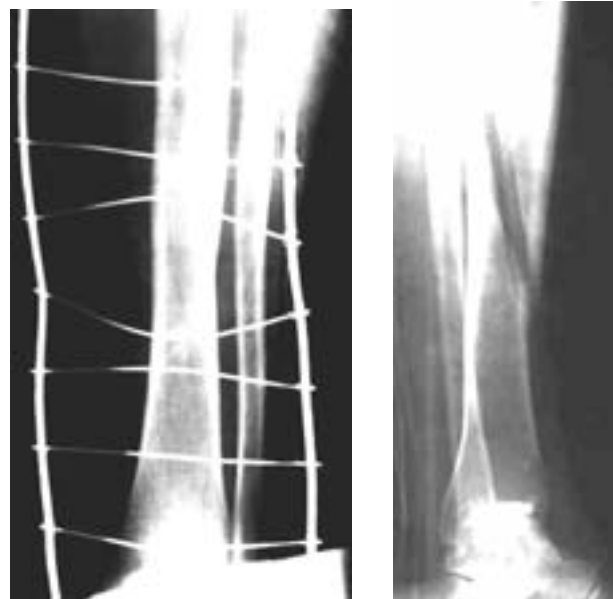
Фотовідбитки оцифрованих рентгенограм гомілки пацієнта П. (і/х №1556)
